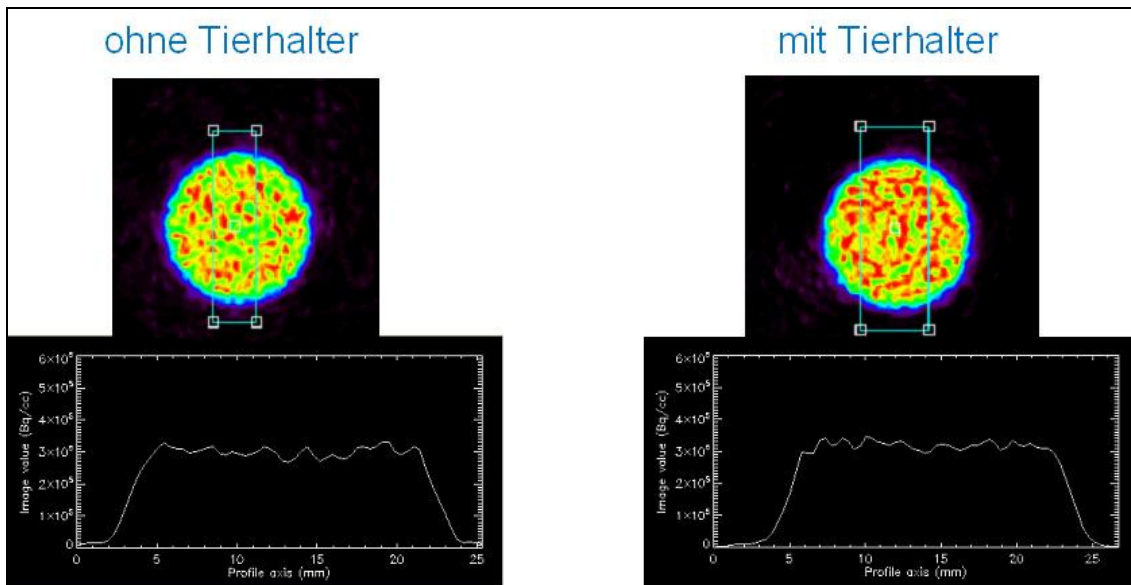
PET-Aufnahme eine Radionuklidprobe mit und ohne Tierhalter: Die Schwächung des verwendeten konvexen Tierhalters aus PE ist sehr gering.
